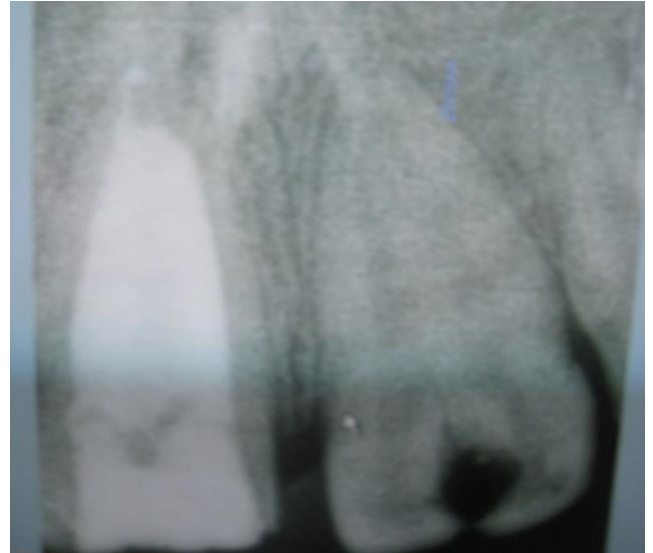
Enversiyon periapikal röntgen
